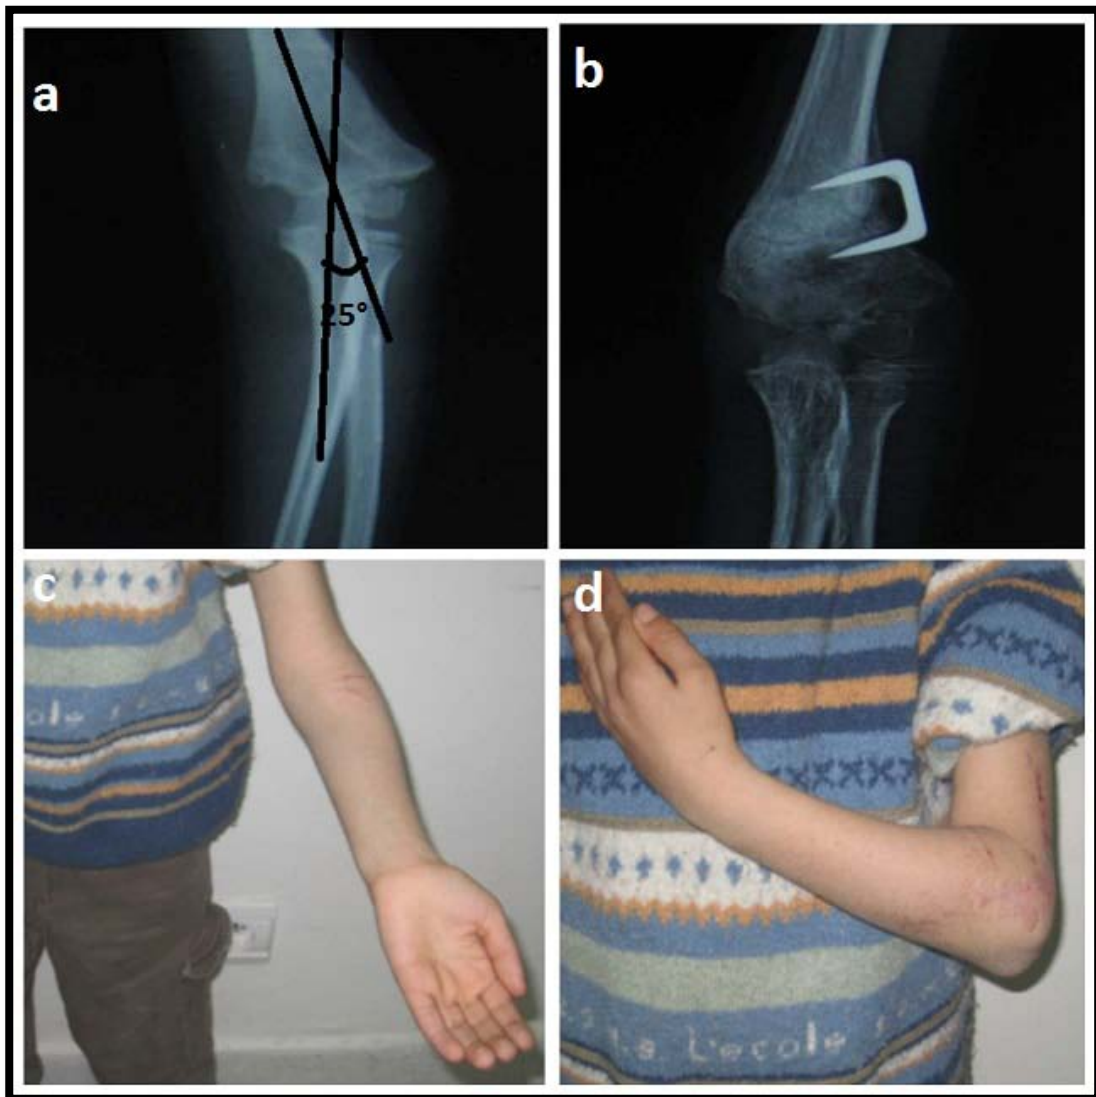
a : radiographie du coude gauche face (du patient du figure 30) avec un cubitus varus gauche de 25° , ayant bénéficié d'une ostéotomie de valgisation (b) avec excellents résultats fonctionnels (c,d).
